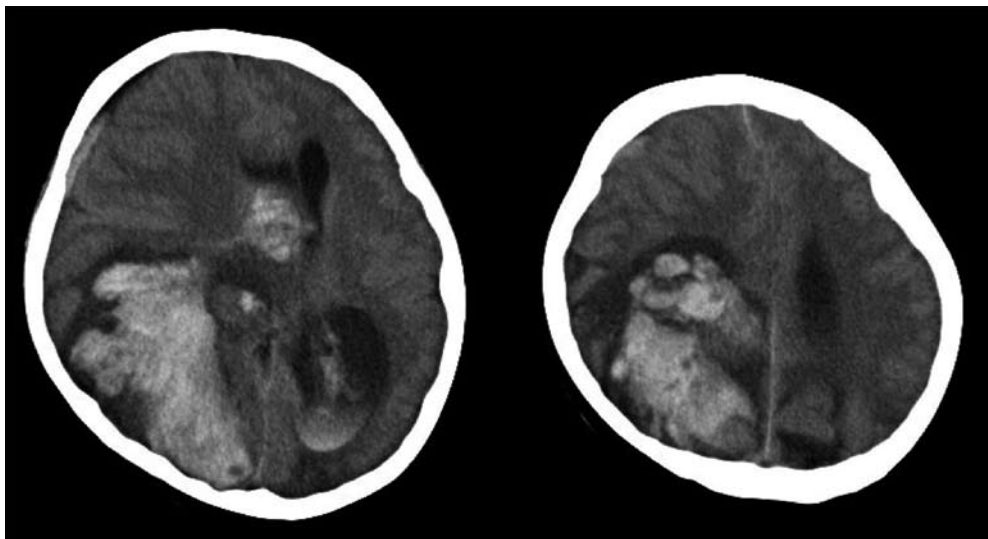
Brain CT on the 5th day after the initiation of PCPS.
